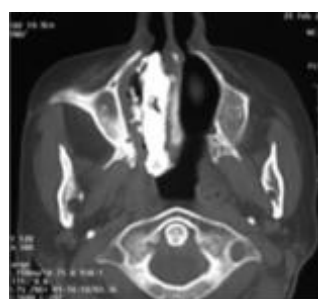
TDM, coupe axiale : Formation nasale droite de tonalité calcique
